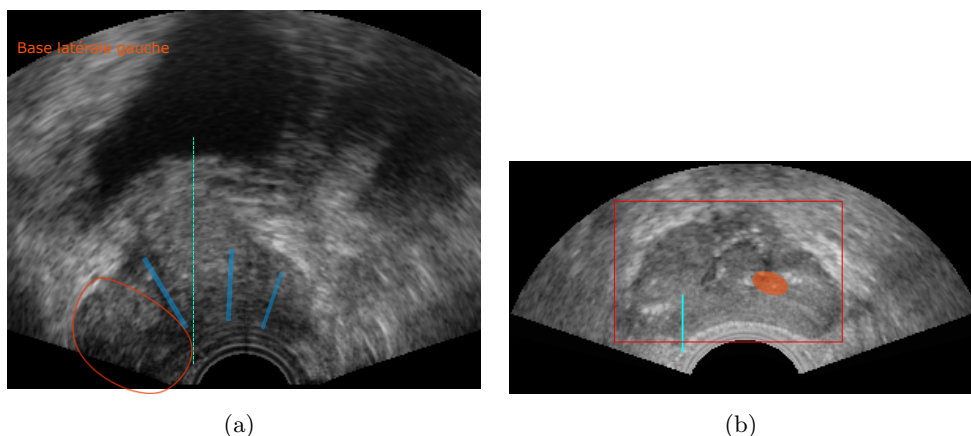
(a) Exemple d’interface de réalité virtuelle avec une représentation de l’aiguille, du quadrant visé et des carottes déjà prélevées. (b) Exemple d’interface de réalité virtuelle avec une représentation de l’aiguille et de la cible IRM sur la coupe échographique courante.
